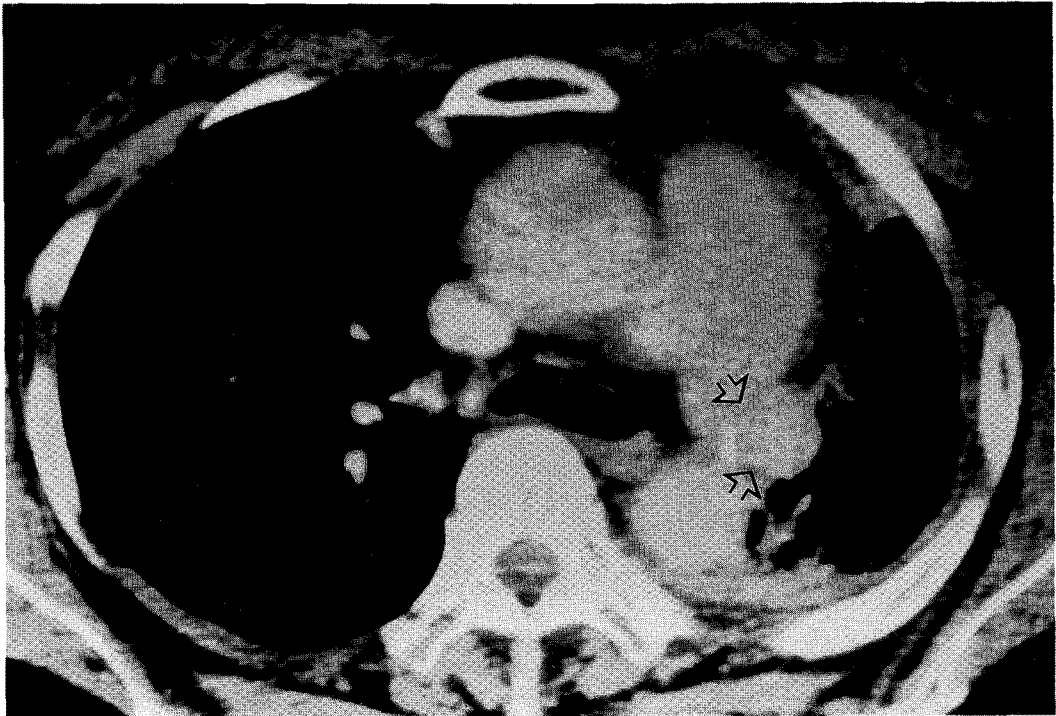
False negative CT. A patient who had left upper lobectomy shows stump recurrence (b) 6-month follow up CT shows tumor mass in resection margin(arrow)
